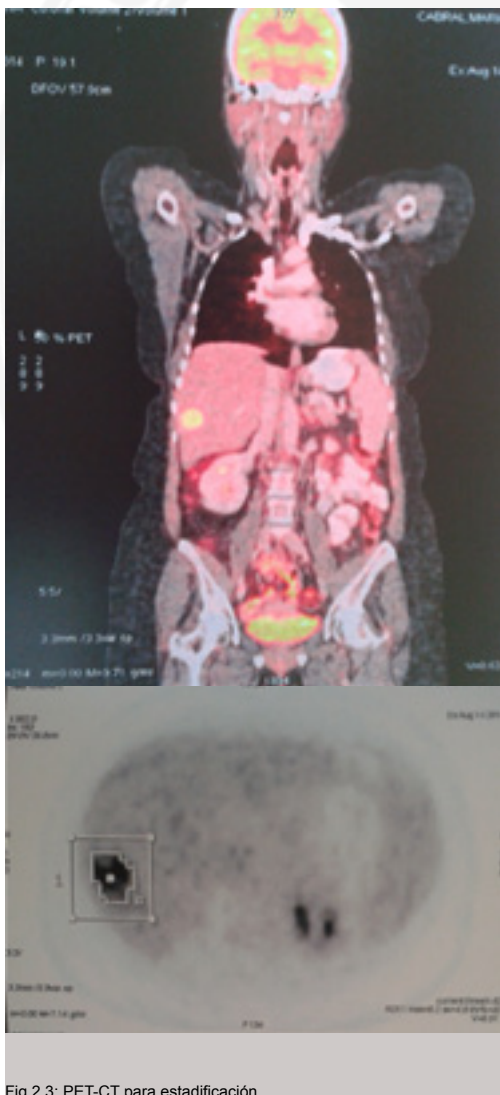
PET-CT para estadificación.
